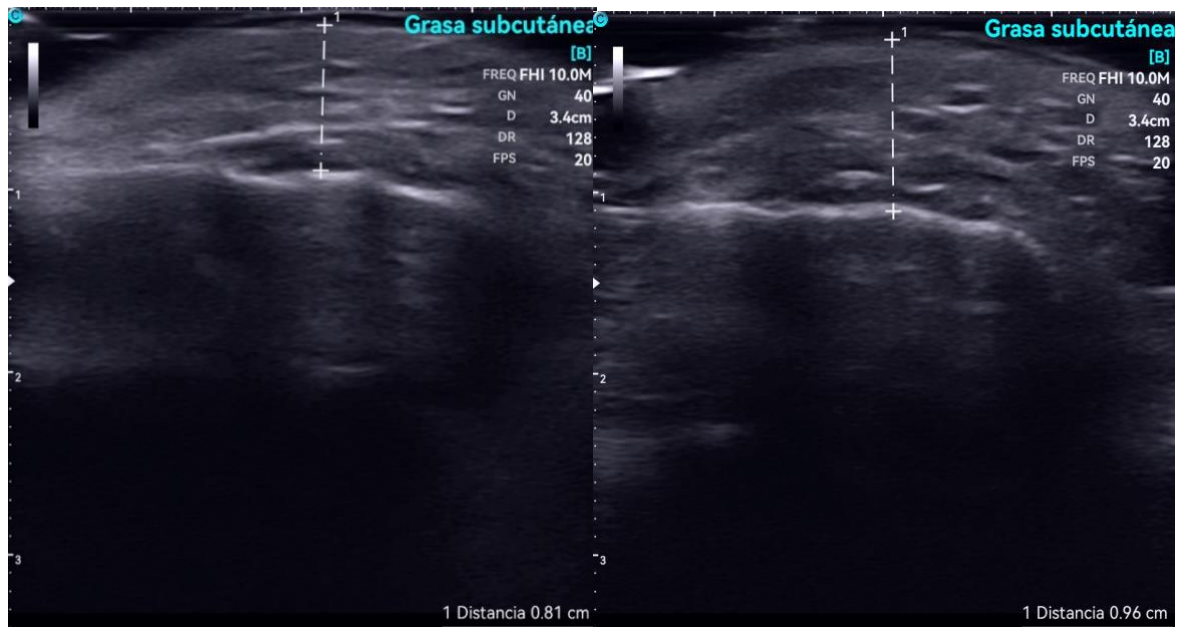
Ultrasonido facial a nivel de área de Hinderer en paciente sometida a Ritidectomía de plano profundo.
